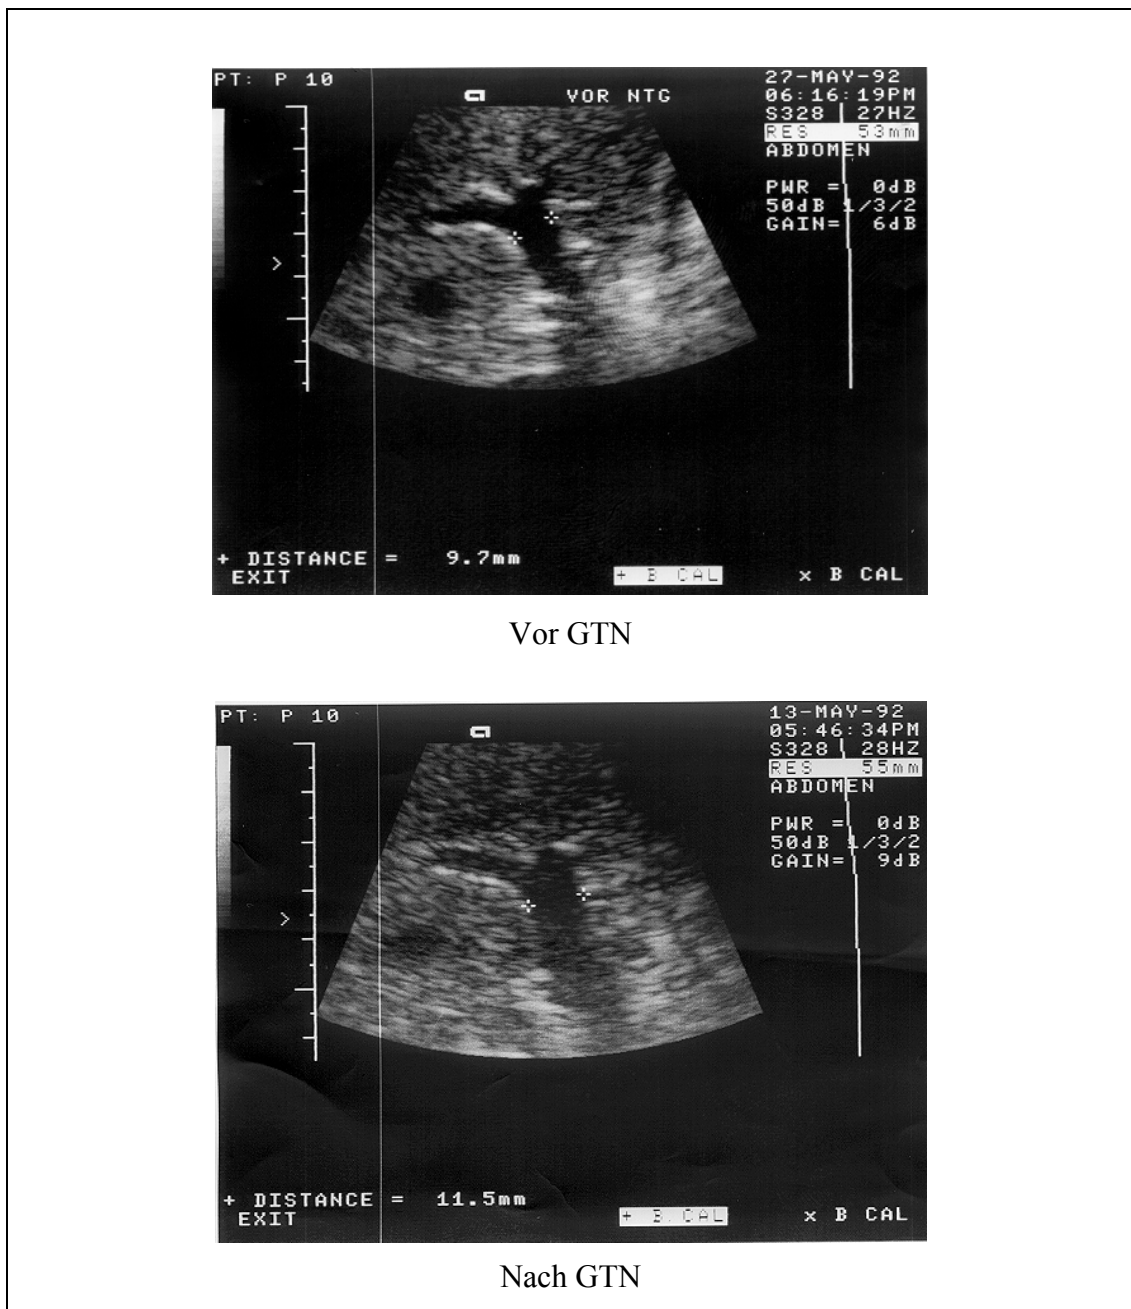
Sonografische Darstellung der Vena portae mit Durchmesserbestimmung
